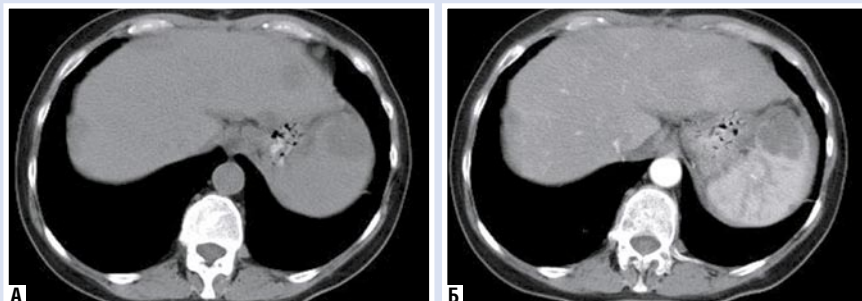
КТ-изображение метастазов рака яичников в селезенку: А – нативная фаза; Б – артериальная фаза
